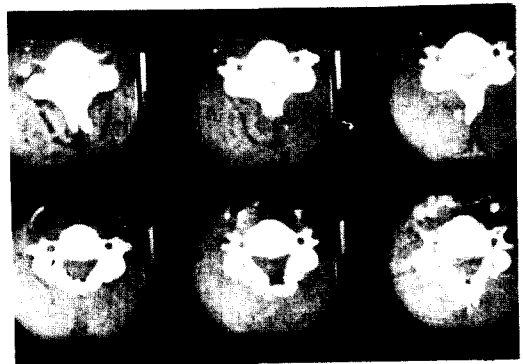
The upper part : Preoperative CT finding
